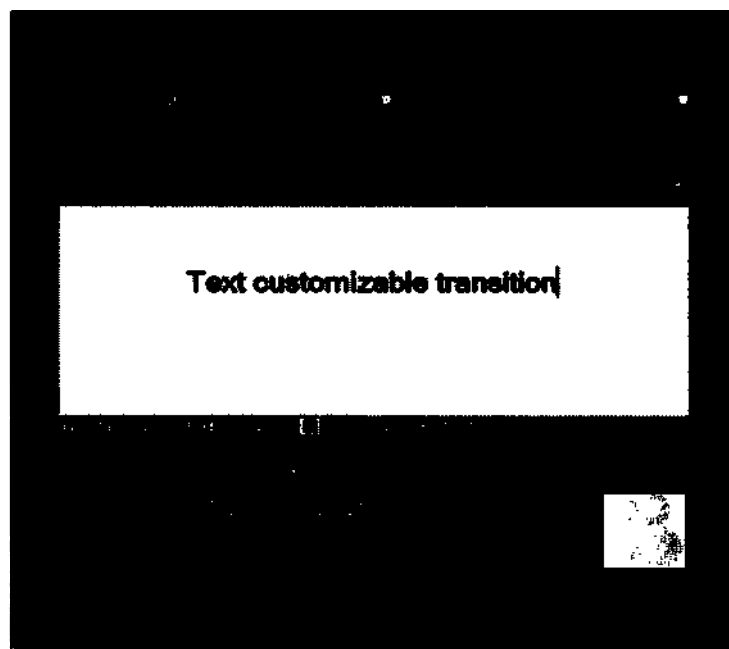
Функция-мастер задания сцинтиграммы - конфигурация сцинтиграммы.
